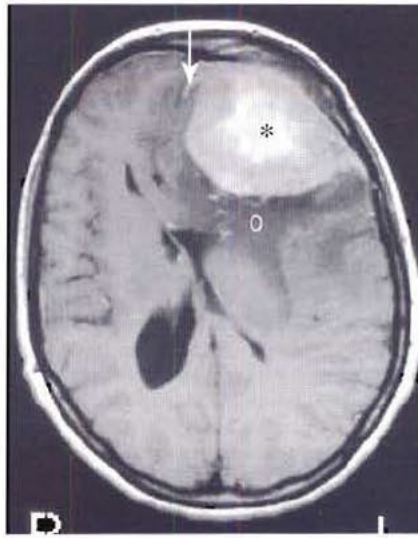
Méningiome (astérisque) (même patient que figure 1) – IRM en séquence T1 après injection intraveineuse de gadolinium. Noter l'épaississement de la dure-mère en périphérie de la tumeur (flèche) qui est typique, quoique non spécifique du méningiome. L'œdème périphérique (O) présente un hyposignal.
